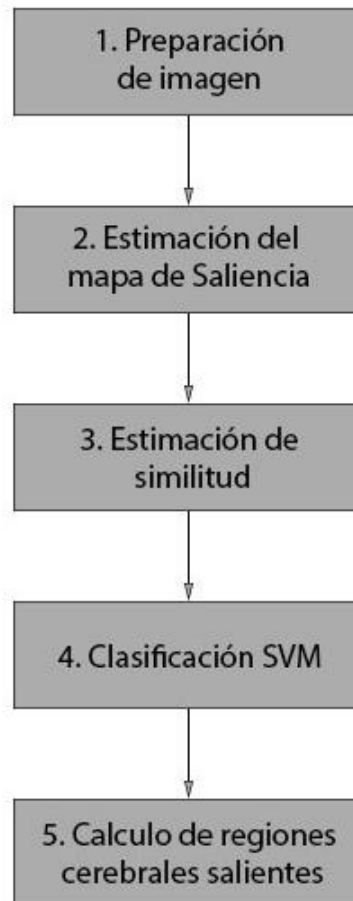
Método propuesto para estimación y clasificación de patrones de saliencia en imágenes RM cerebrales.
